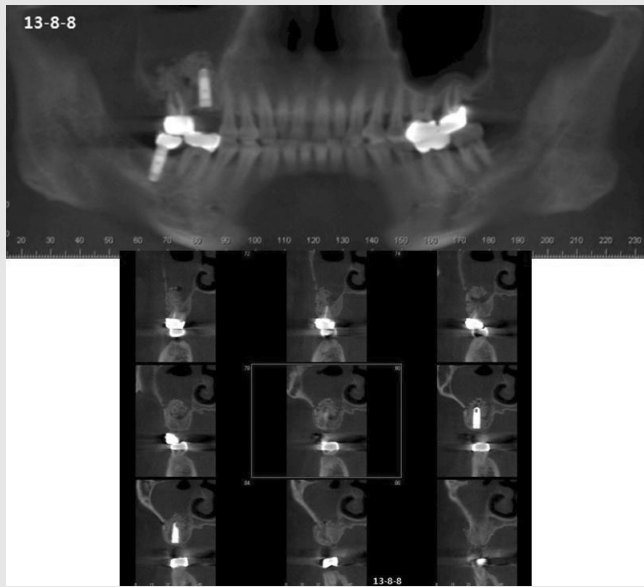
술후 CT소견으로상악 우측 대구치부에 적절하게 시행된 골이식 소견이 보인다. 상악동 내벽까지 골이식제가 충전되어 있다.
